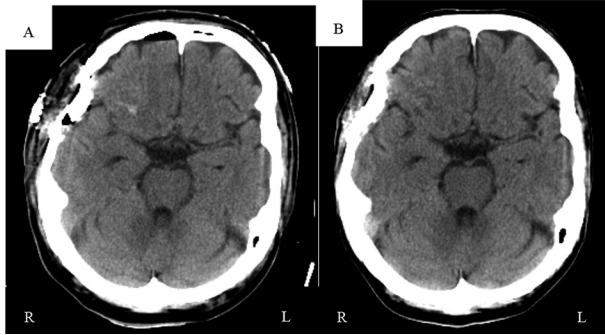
Postoperative head computed tomography (CT) scan.
